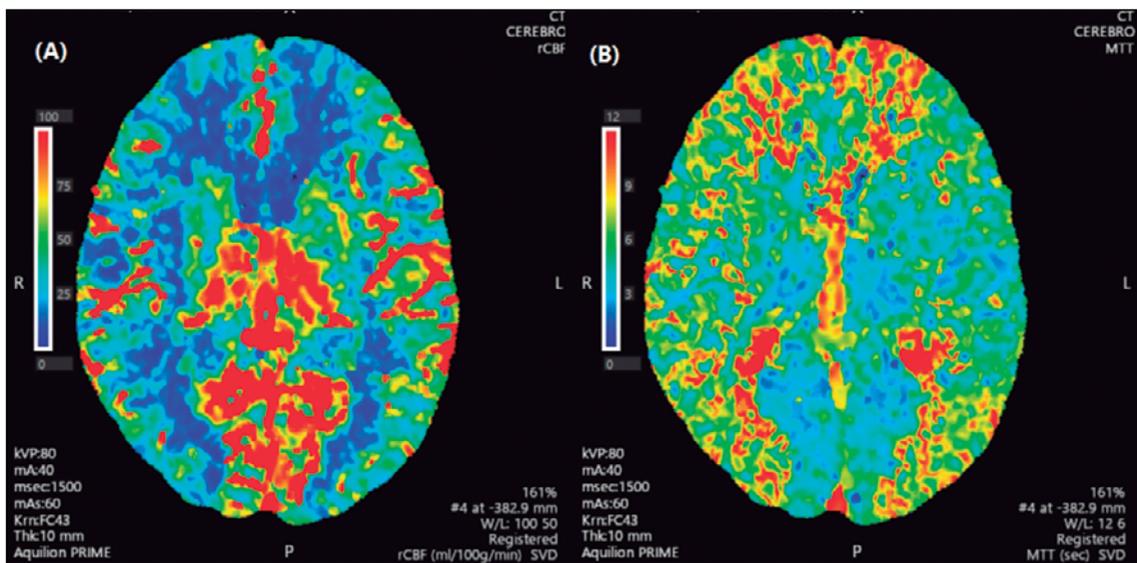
Angiotomografía computada con técnica de perfusión, compatible con vasoespasm, ya que muestra disminución de la perfusión cerebral observada por tiempos de tránsito medios aumentados y volumen sanguíneo cerebral disminuidos.
